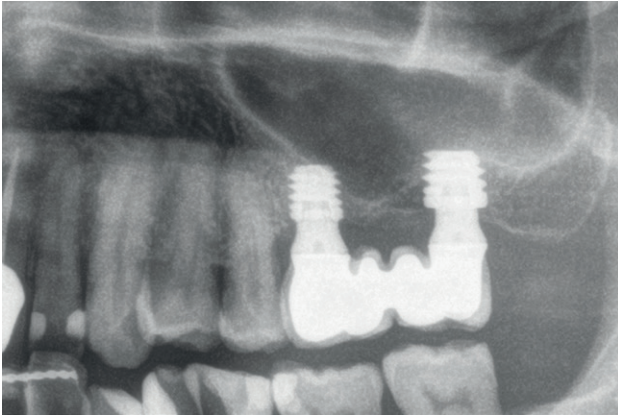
Radiografía final del caso al año de seguimiento, donde se puede comprobar la estabilidad ósea alcanzada y mantenida durante este tiempo.
